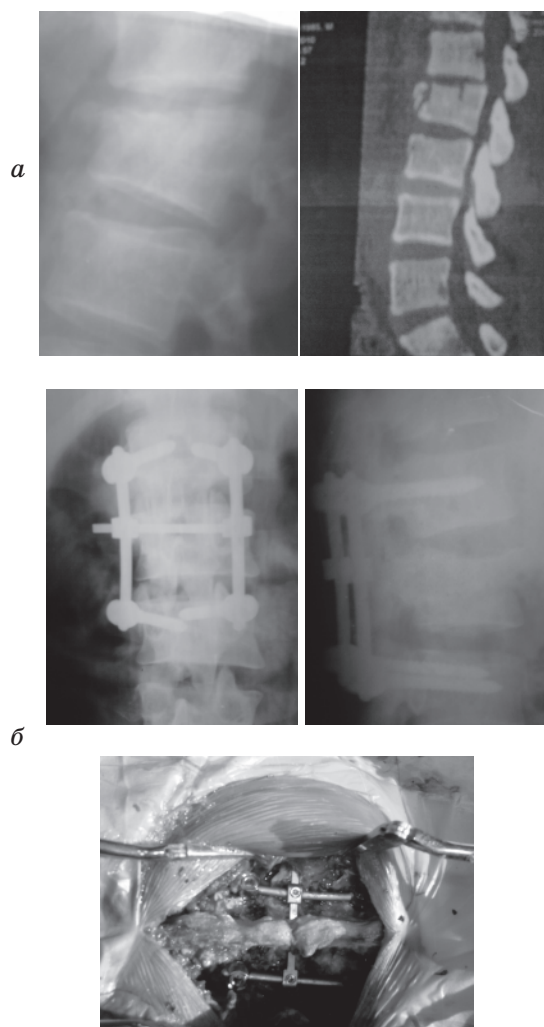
Больной К., спондилограмма и спиральная компьютерная томограмма в боковой проекции до операции (а); переднезадняя и боковая спондилограммы после операции, вид системы транспедикулярной фиксации в ране (б)
